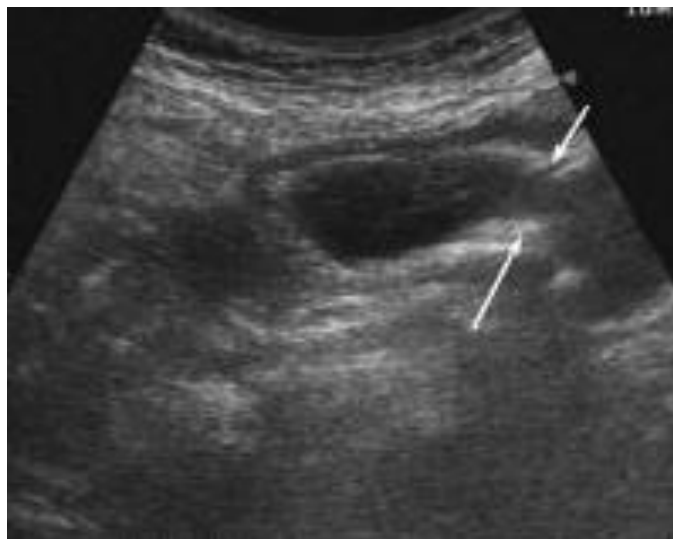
УЗИ. Скопление жидкости в просвете желудка
